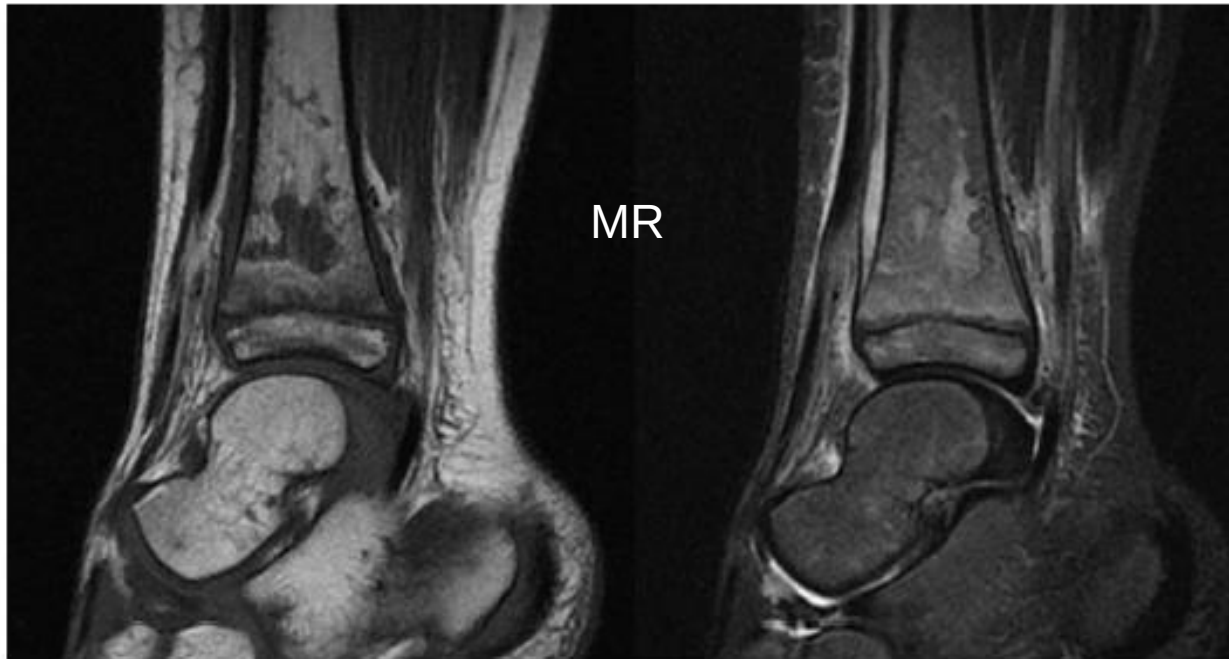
Saggital plane MRI images of a child with distal tibial acute haematogenous osteomyelitis showing a subperiosteal abscess limited distally by the firm periosteal attachment at the level of the physis.
